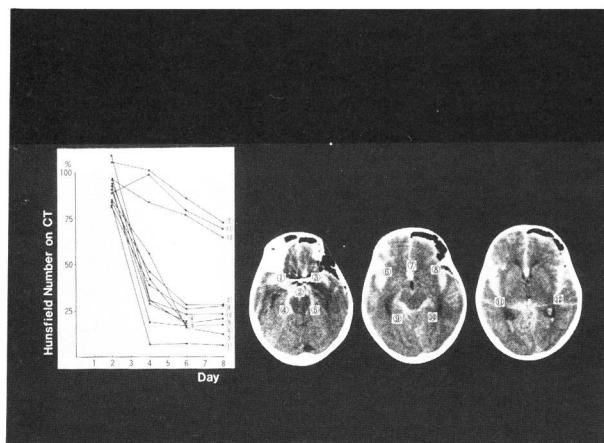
Serial CT numbers of each cisterns are shown after Urokinase cisternal irrigation. The number of the perimesencephalic cistern and proximal sylvian fissural and interhemispheric clots delayed dissolving.
